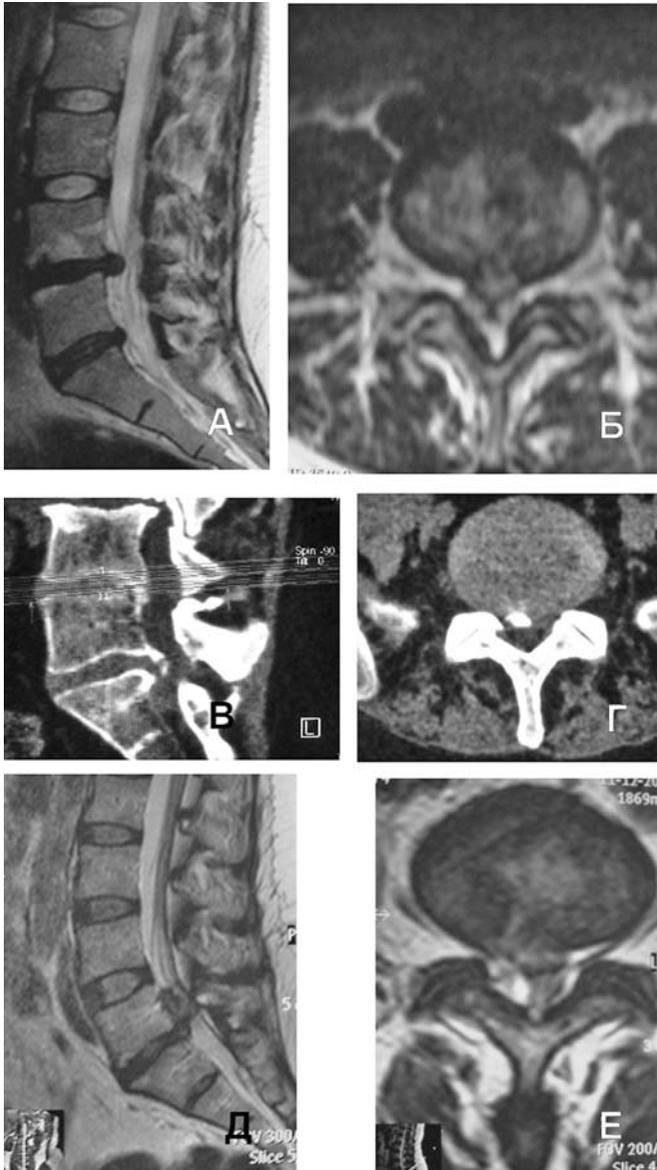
Клинические случаи с наиболее характерными морфологическими изменениями, на основании которых программой математического интеллектуального анализа данных рекомендованы определенные виды хирургического вмешательства (А, Б — МРТ, режим Т2ВИ, использовали трансфораминальную эндоскопическую дискэктомию позвонков L4-L5; В, Г — КТ, применили микродискэктомию на уровне позвонков L5-S1; Д, Е — МРТ, режим Т2ВИ, применили микродискэктомию на уровне позвонков L5-S1).
